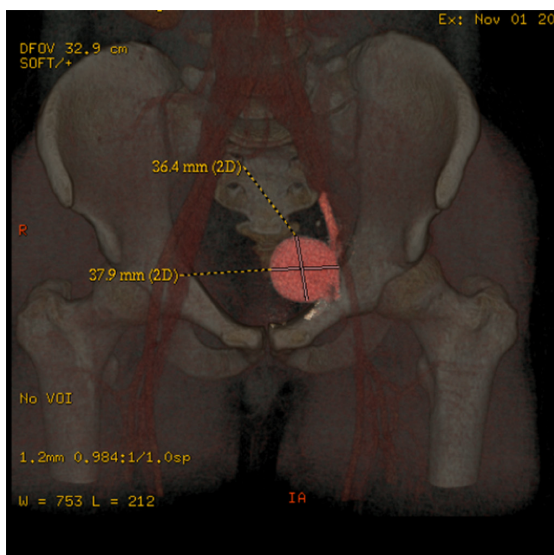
Reconstrução de angiotomografia durante a fase venosa, demonstrando aneurisma volumoso em veia íliaca externa esquerda.
